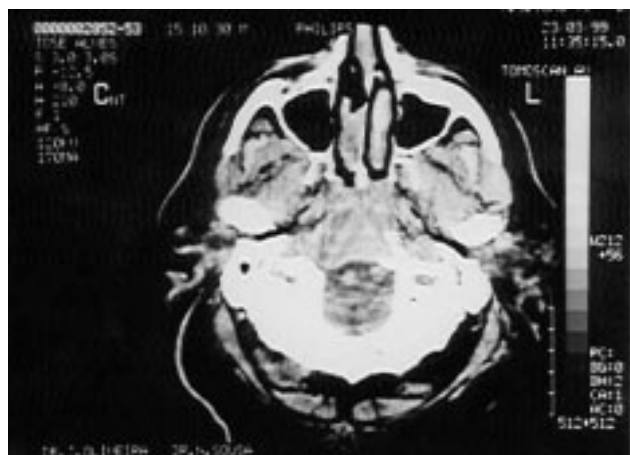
TC crânio-cerebral - Lesão osteolítica no clivus, envolvendo as superfícies superior e inferior do osso, sem invasão da dura-máter, captante de contraste de forma difusa e homogênea.
